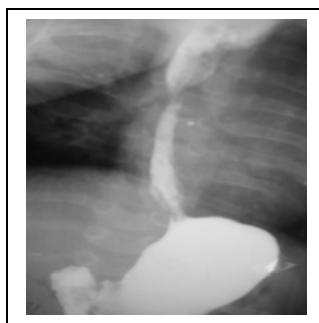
Контрастная рентгенография у пациента I группы с ГЭР IV степени (больной А., 1г. 2 мес.).
